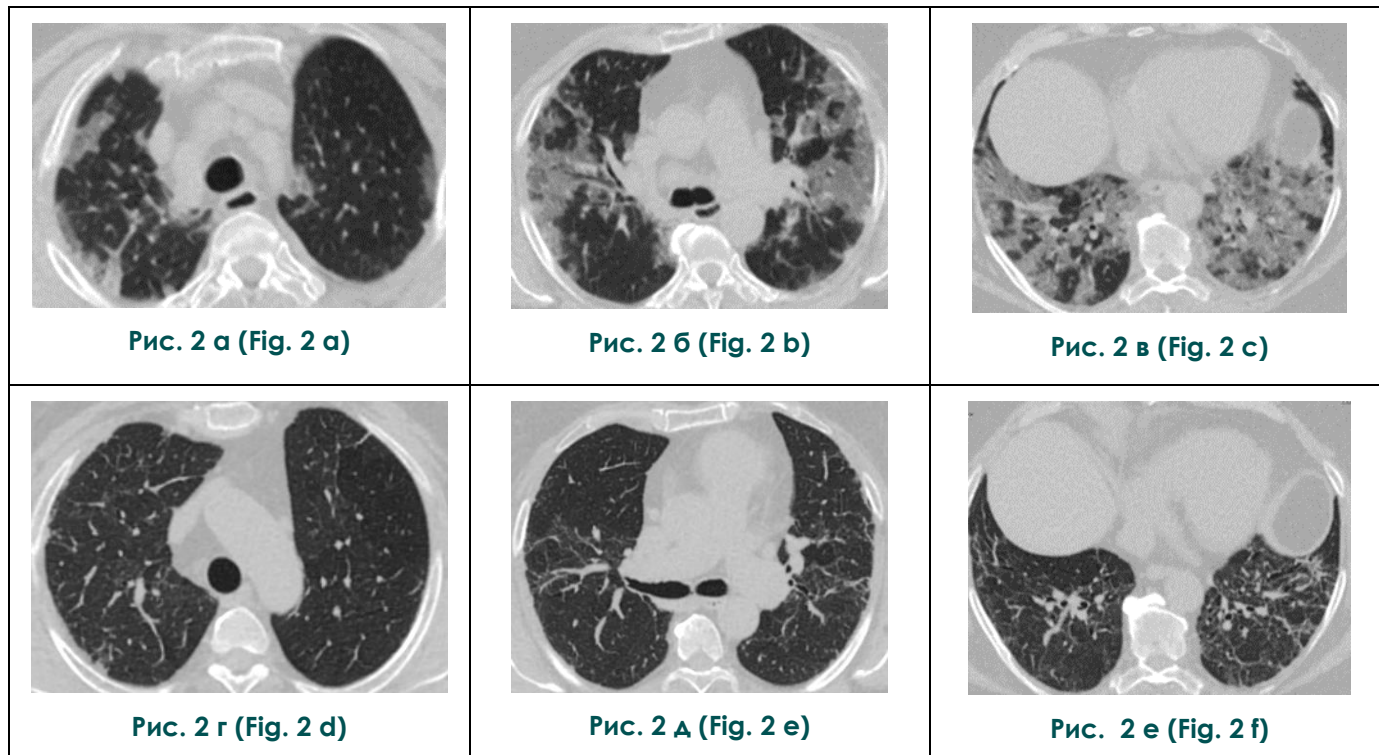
КТ легких больного COVID-19 пневмонией с тяжелой степенью поражения легких (КТ-3).
